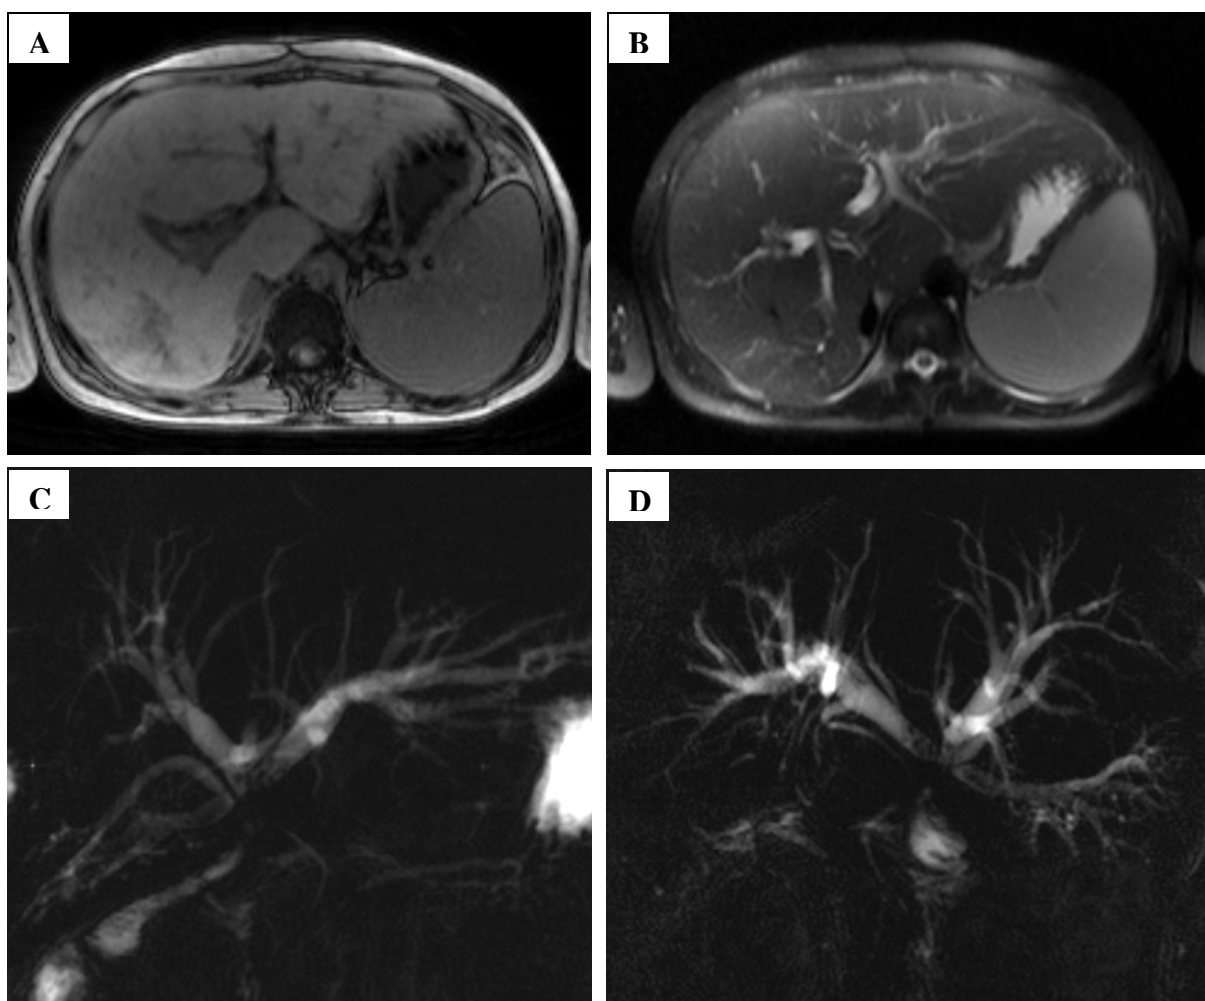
Ressonância nuclear magnética de mulher com 20 anos de idade e lesão traumática da via biliar há 3 anos decorrente de colecistectomia por videolaparoscopia em serviço de média complexidade. Após duas tentativas de reparo da via biliar sem sucesso a paciente foi encaminhada ao serviço de referência terciária com colestase, lesão do tipo E3 de Strasberg (STRASBERG et al, 1995), hepatoesplenomegalia e varizes de esôfago, onde foi submetida à DBJ. A) Imagem axial pesada em T1 – hepatoesplenomegalia notando-se heterogeneidade no lobo direito (fibrose), B) Imagem axial pesada em T2 – hepatoesplenomegalia notando-se dilatação das vias biliares intra-hepáticas, C e D) Colangiografia por ressonância magnética (Imagens coronais oblíquas pesadas em T2) – Dilatação das vias biliares intrahepáticas com lesão da junção dos ductos hepáticos e pequenos cálculos intra-hepáticos. Colédoco e ducto pancreático de calibre preservado. Fonte: Centro de Ciências da Imagem do HCFMRP-USP.
